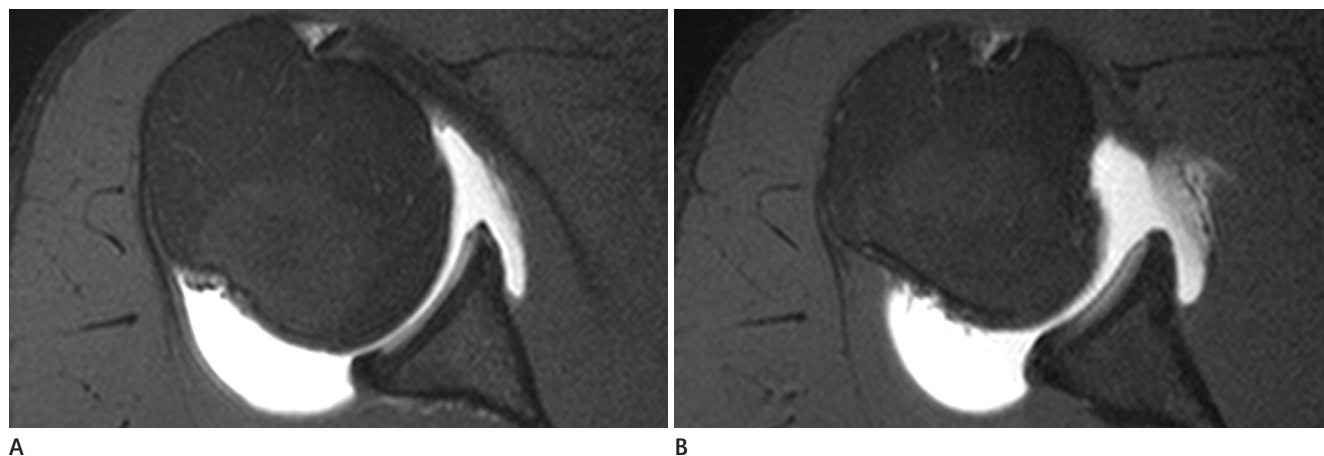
A 19-year-old man with anterior labral tear (2-4 o'clock). Fat-saturated transverse T1-weighted images (A obtained cephalad to B) show absent anterior labrum with smooth glenoid margin.
